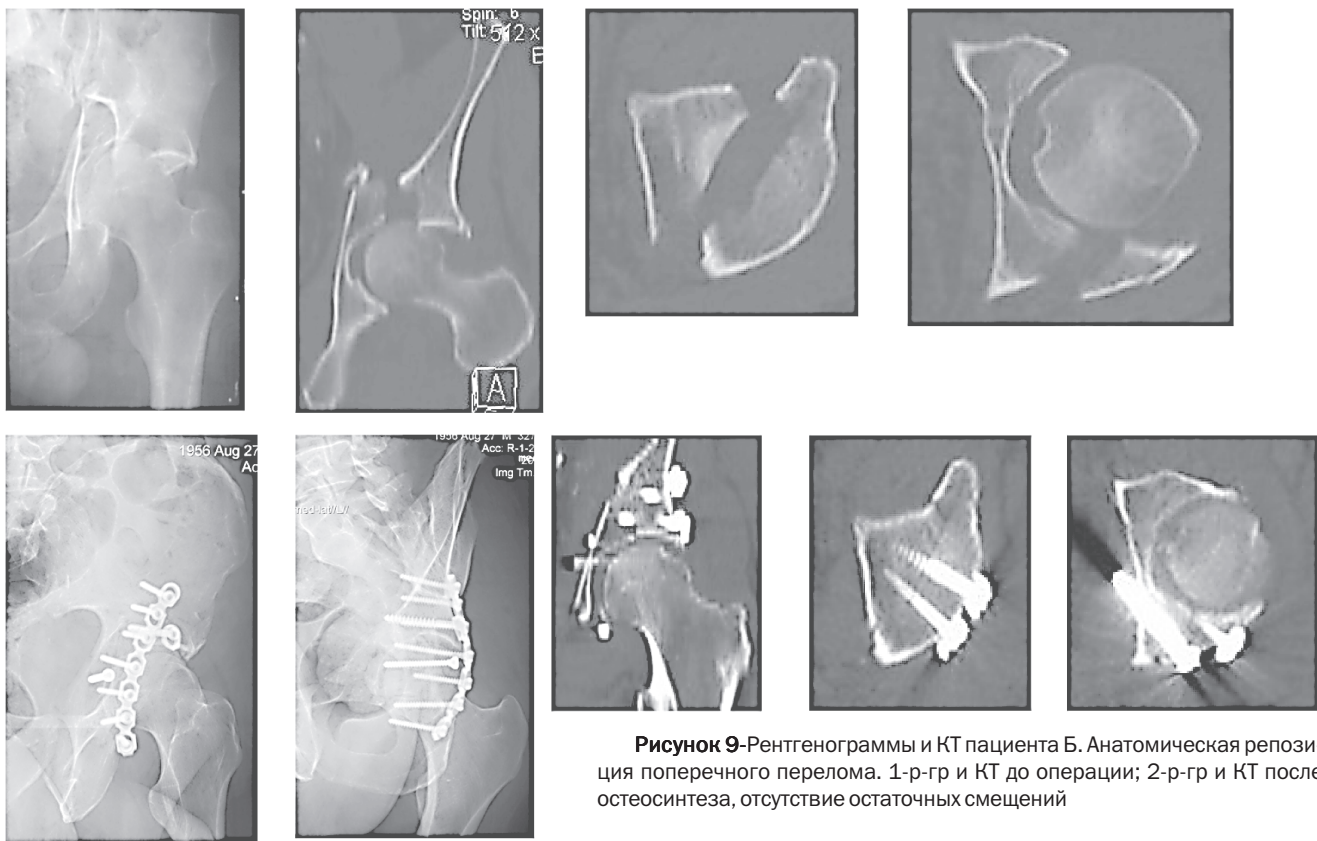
Рентгенограммы и КТ пациента Б. Анатомическая репозиция поперечного перелома. 1-р-гр и КТ до операции; 2-р-гр и КТ после остеосинтеза, отсутствие остаточных смещений
